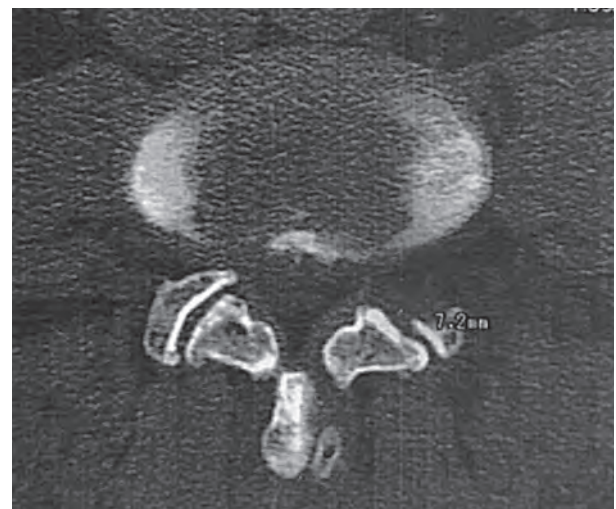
КТ-картина дугівідросткового суглоба після ендоскопічної фораміномотії.
